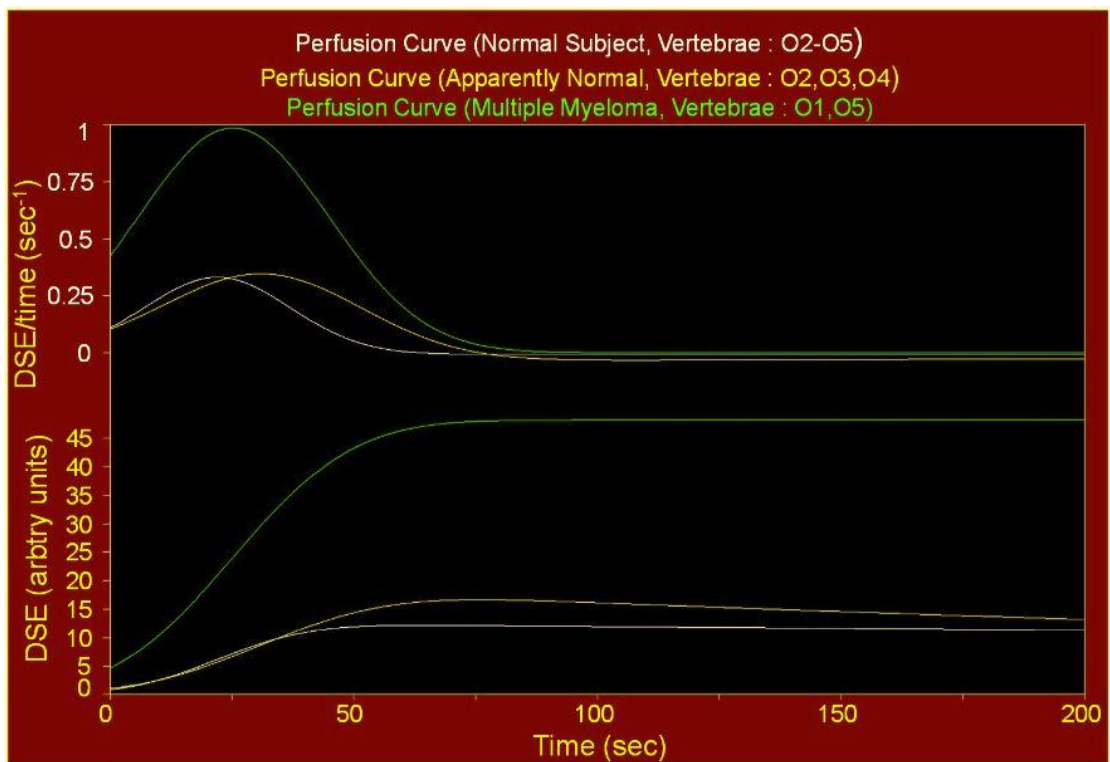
Συγκεντρωτική Καμπύλη DCE-MRI τριών ασθενών
